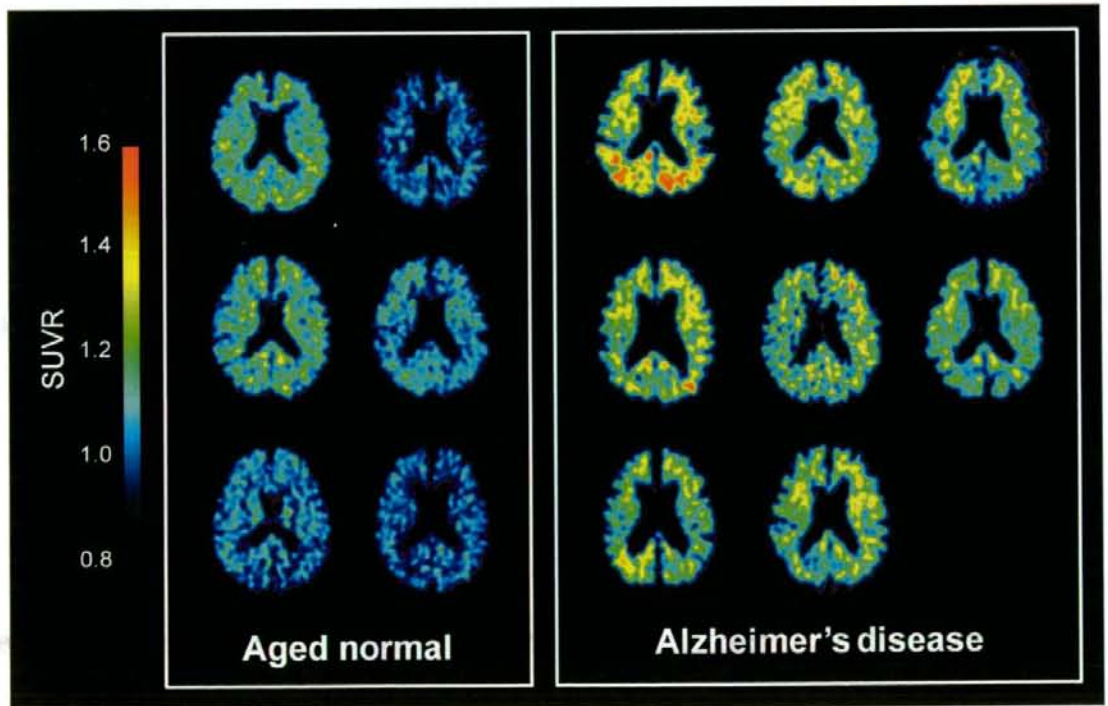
全症例の ^{18}F FACT PET 画像 (投与後 10-30 分の SUVR 画像)
